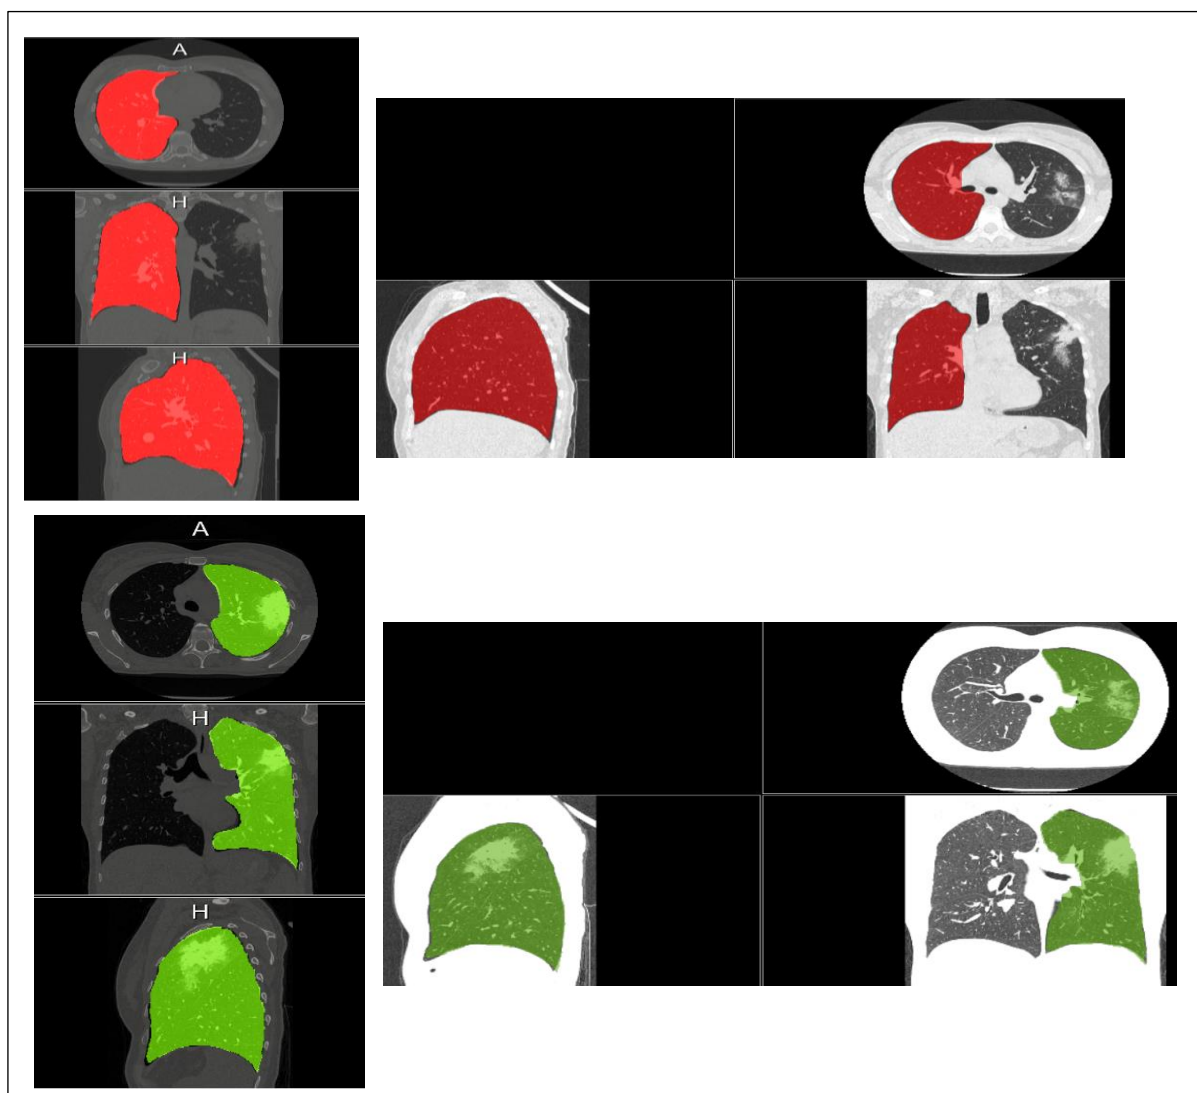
Registo manual das máscaras pulmonares obtidas na segmentação da segunda TC pulmonar para a primeira TC pulmonar.
